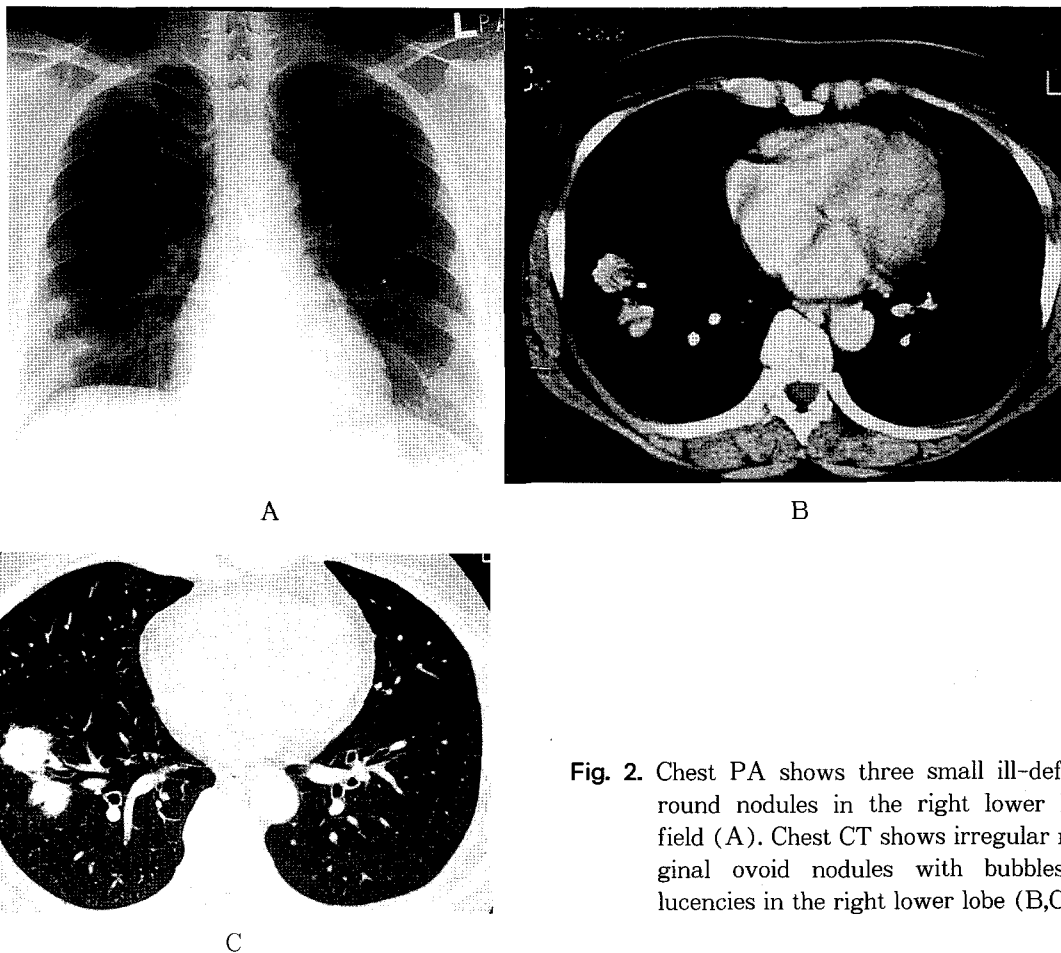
Chest PA shows three small ill-defined round nodules in the right lower lung field (A). Chest CT shows irregular marginal ovoid nodules with bubbles of lucencies in the right lower lobe (B,C).
